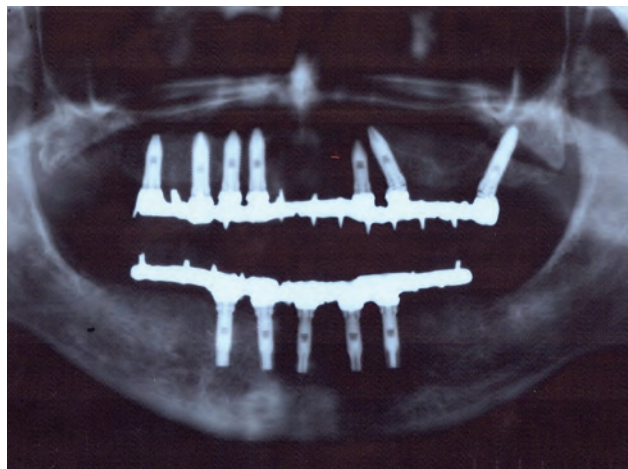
Radiografia panorâmica após 12 meses da instalação das próteses finais.
